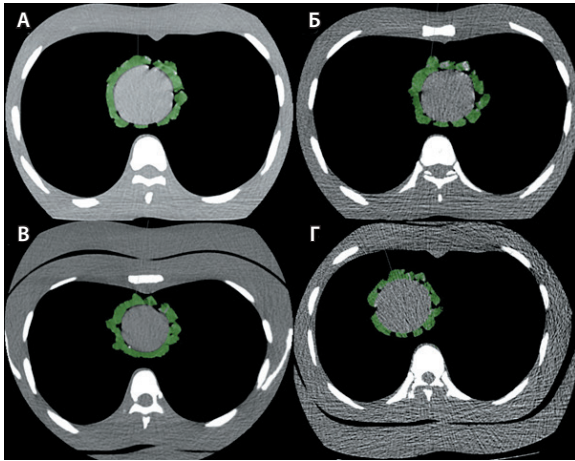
Аксиальные срезы фантома органов грудной клетки с сокращающимся сердцем по протоколам компьютерной томографии (КТ) и низкодозной КТ (НДКТ). Зеленым цветом выделена жировая ткань, покрывающая сердце. А – КТ сокращающегося сердца в фантоме органов грудной клетки с индексом массы тела (ИМТ) 23; Б – НДКТ сокращающегося сердца в фантоме органов грудной клетки с ИМТ 23; В – КТ сокращающегося сердца в фантоме органов грудной клетки с ИМТ 29; Г – НДКТ сокращающегося сердца в фантоме органов грудной клетки с ИМТ 29
